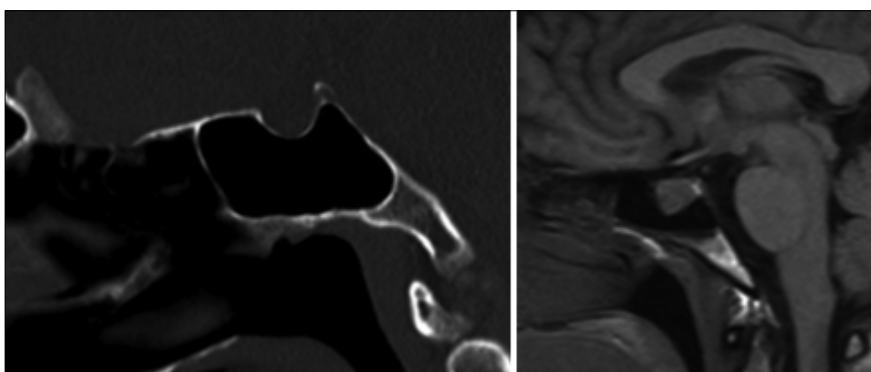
Pneumatización postselar: TC (izquierda) y en t1 de RM (derecha).
